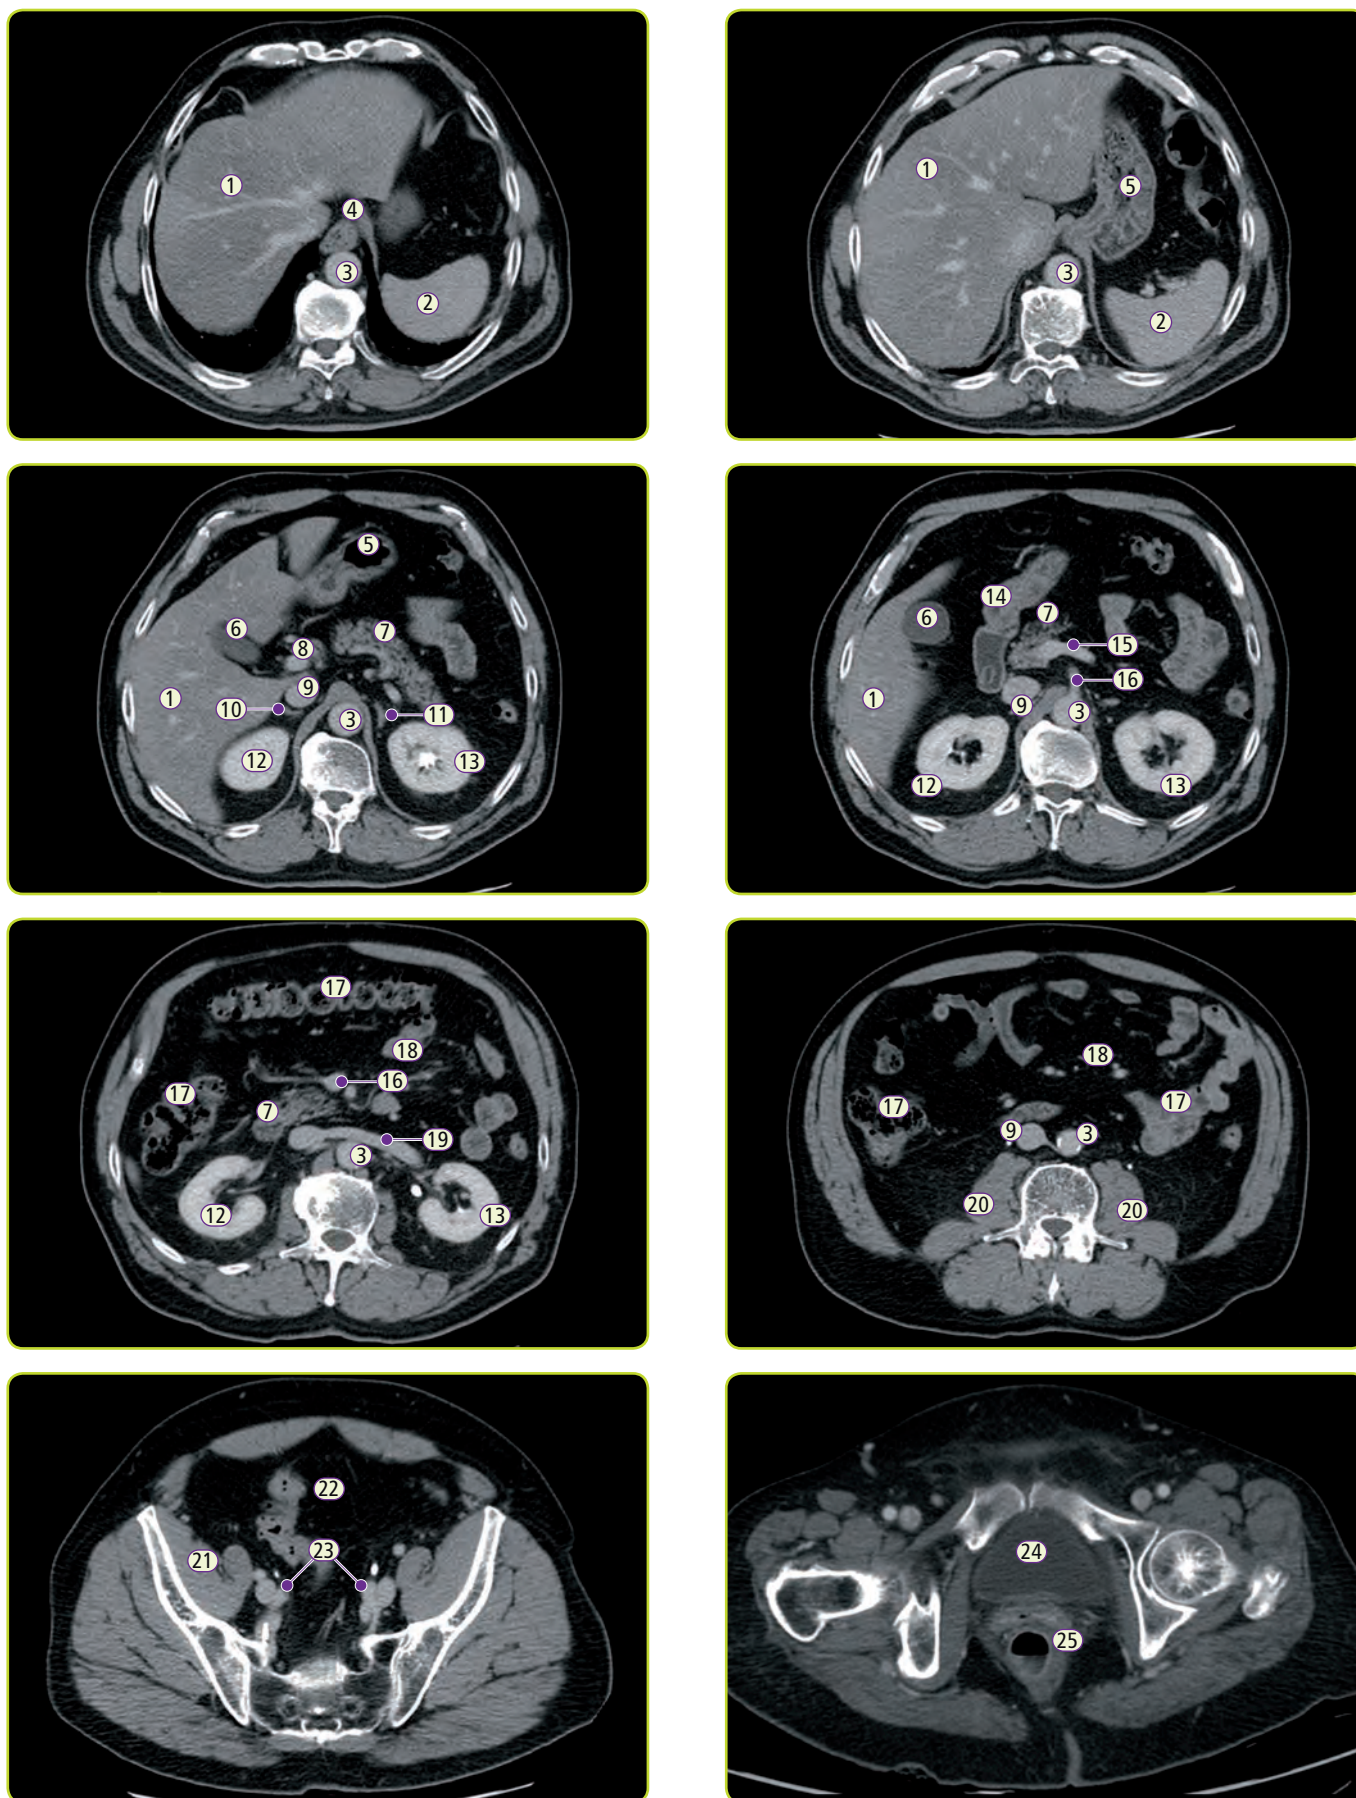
Cortes de TC normales. 1. Hígado. 2. Bazo. 3. Aorta abdominal. 4. Esófago. 5. Estómago. 6. Vesícula biliar. 7. Páncreas. 8. Vena porta. 9. Vena cava inferior. 10. Glándula suprarrenal derecha. 11. Glándula suprarrenal izquierda. 12. Riñón derecho. 13. Riñón izquierdo. 14. Duodeno. 15. Vena esplénica. 16. Arteria mesentérica superior (MIR 17, Imagen 3). 17. Colon. 18. Intestino delgado. 19. Vena renal. 20. Músculo psoas. 21. Músculo iliopsoas. 22. Sigma. 23. Arteria y vena iliaca externa. 24. Vejiga. 25. Recto.
